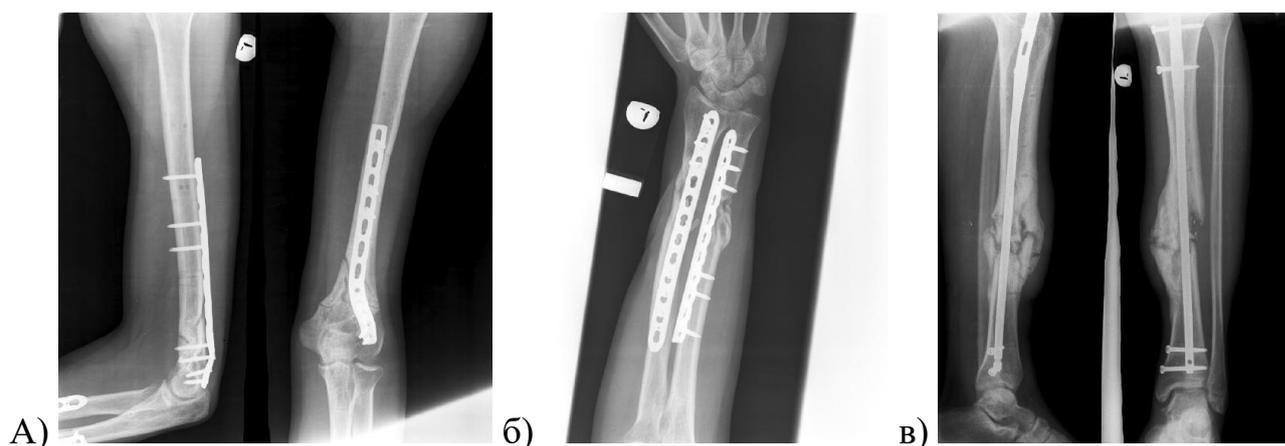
Раненый Я., 31 год, рентгенограммы через 4 мес. после последовательного остеосинтеза: а) рентгенограммы левого плеча; б) левого предплечья; в) левой голени
